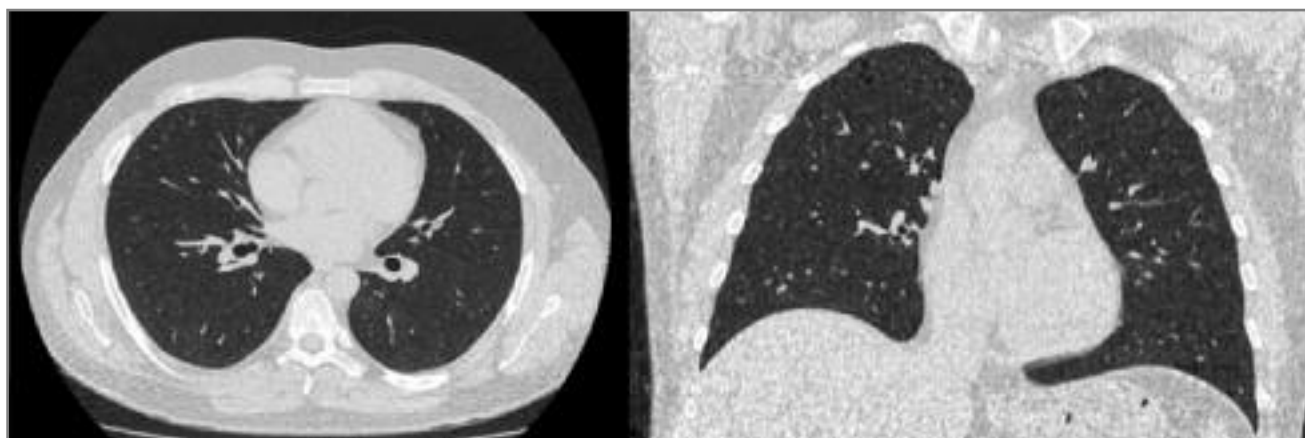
КТ ОГК (14.12.2017 г.). В обоих легких – центролобулярные микроузелки (1–3 мм) по типу «матового стекла», сливающиеся между собой, сходные друг с другом по размеру, форме, диффузно расположенные в краниокаудальной проекции, обусловленные первичным легочным гемосидерозом
